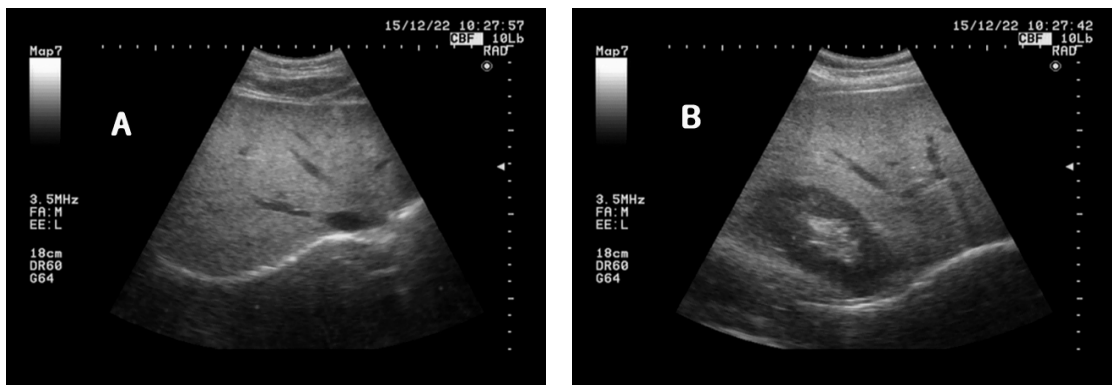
Ultrasonography findings of liver at 2015.12.22.
